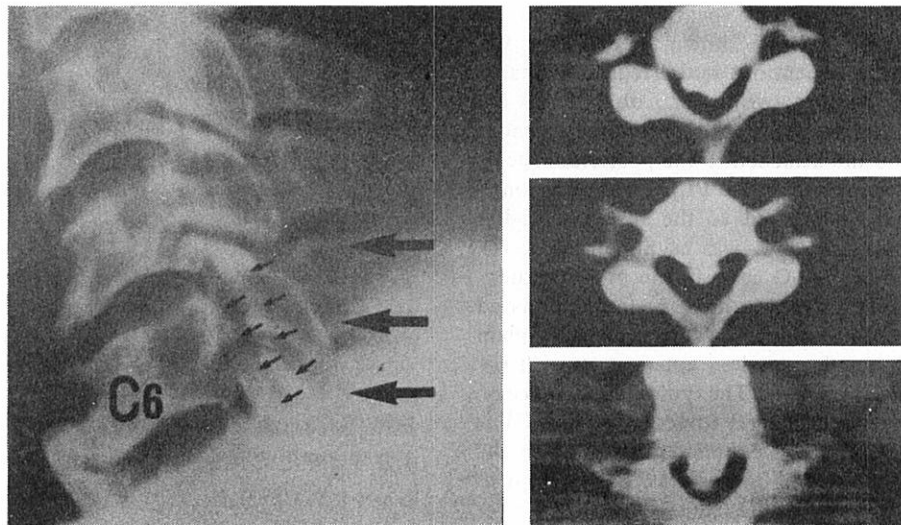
Laminated type of PLLO in the lateral projection and tandem type on CT at the level of C6 (Case 2).
